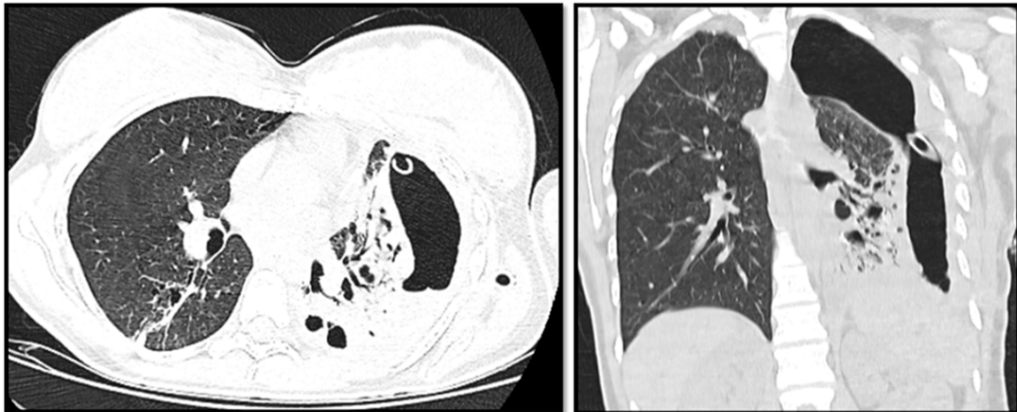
Caso 3: SF, 21 años. Situación de calle. TB pulmonar diagnosticada 3 meses previos sin tratamiento por abandono del mismo. Dolor tipo puntada de lado a izquierda y disnea de esfuerzo. TC tórax: destrucción parenquimatosa del lóbulo inferior izquierdo. Neumotórax con nivel hidroaéreo que requirió drenaje pleural objetivando pionesumotórax. Múltiples complicaciones en sala con internación prolongada. Requiere colocación de válvula de Heimlich con mejoría clínica paulatina.
